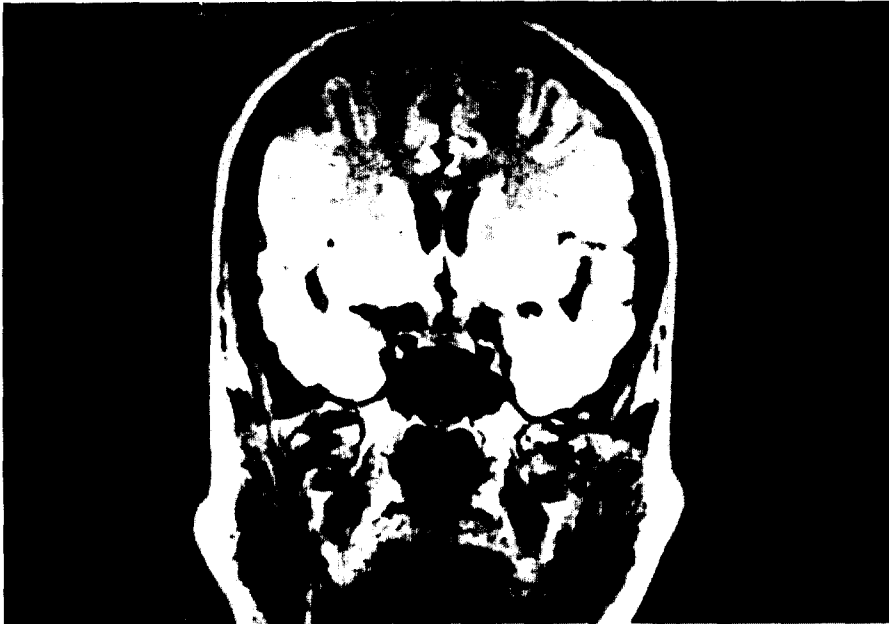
Sellar MRI shows no specific abnormalities.
